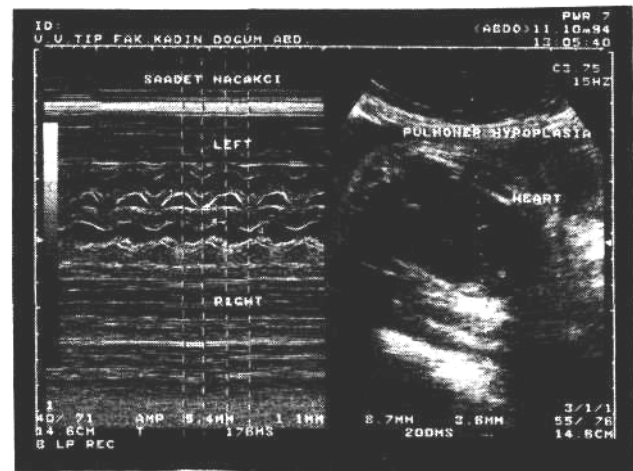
M-Mode ekokardiografide ventriküler duvarlar ve interventriküler septum kalınlığı.
